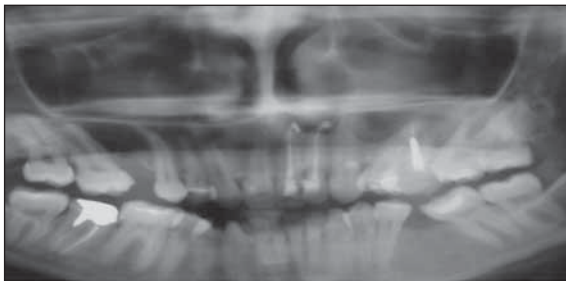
Radiografii retroalveolare – preinserare implanturi
